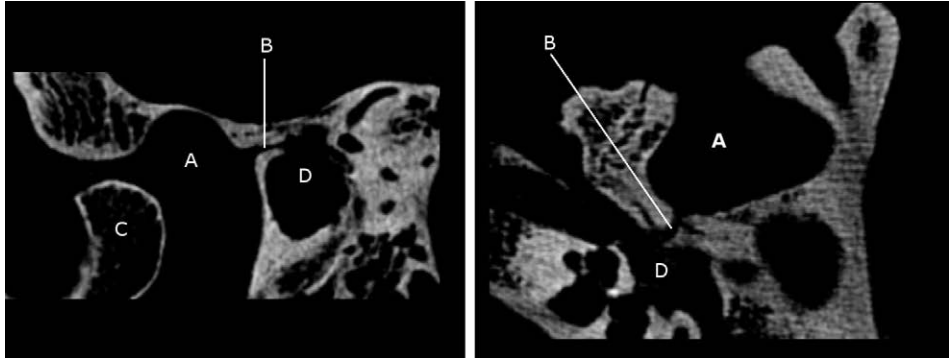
TC *cone beam* della fossa mandibolare: a sinistra sezione sagittale, a destra sezione orizzontale. A: fossa mandibolare; B: canale del Civinini; C: condilo; D: cavità timpanica. Reperto del Museo di Antropologia dell'Università di Firenze.
